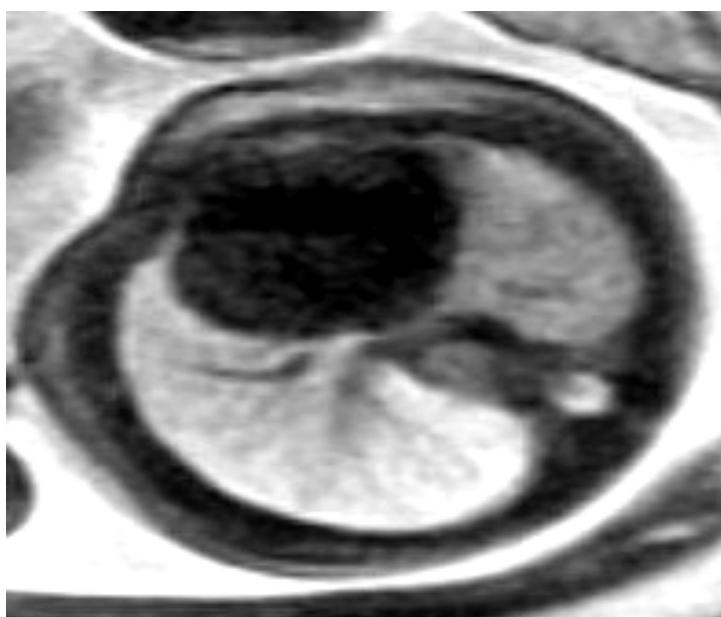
RMN (T2-SSFSE): Malformazione adenomatoide polmonare (21 settimane). Sezione assiale.
